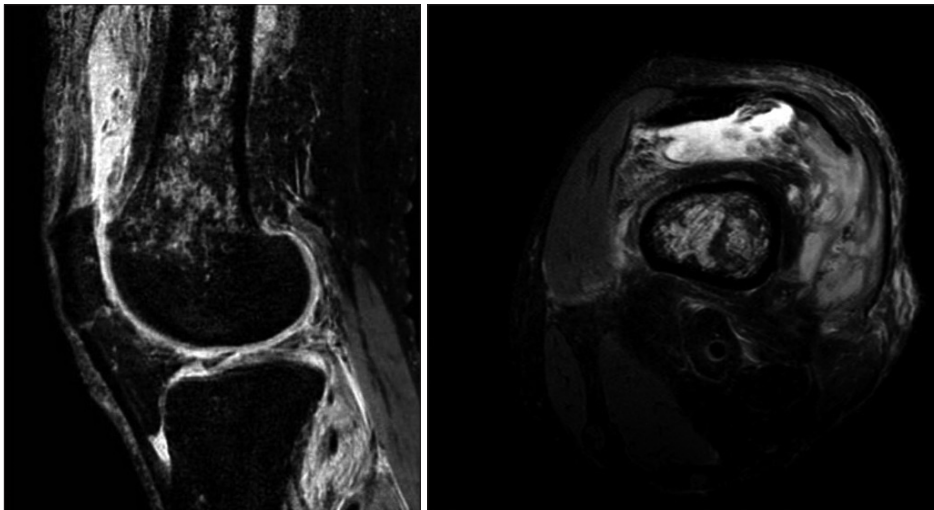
Magnetic resonance imaging show joint fluid collection and synovial thickening with enhancement in suprapatellar pouch.
